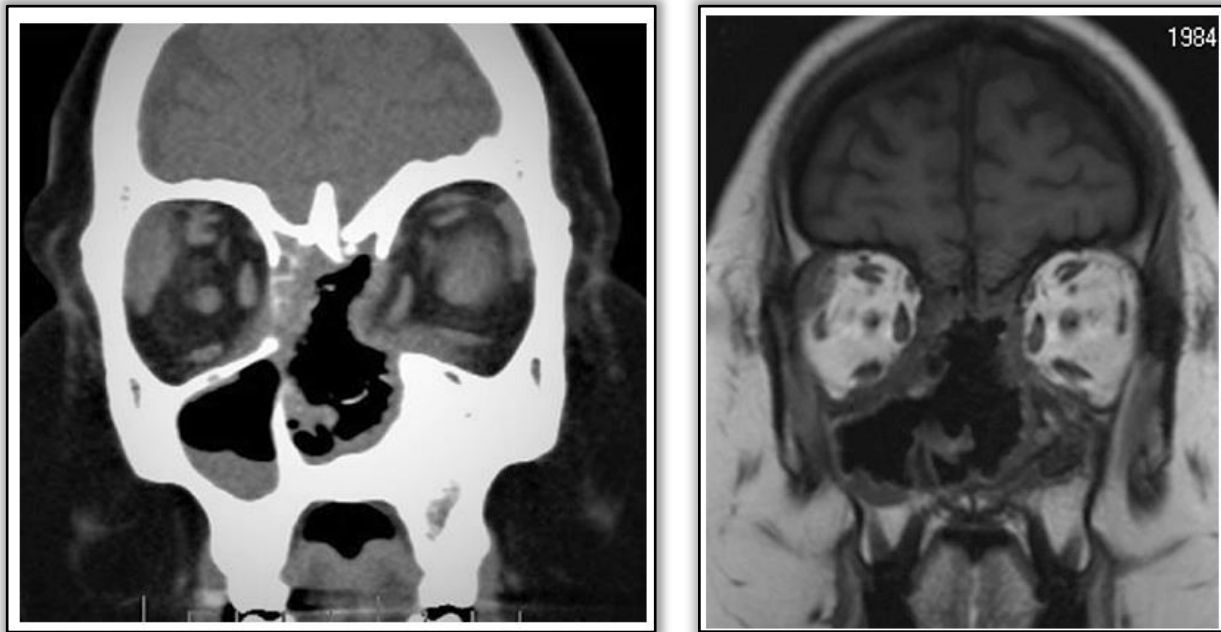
Une coupe coronale d'un scanner céphalique à gauche et une coupe d'un IRM céphalique : montrant une destruction érosive de la ligne médiane naso-sinusale des structures cartilagineuses, une atrophie du sinus maxillaire gauche, une sinusite légère du sinus maxillaire droit, une érosion de la lame orbitale et une pseudotumeur de l'orbite droite
